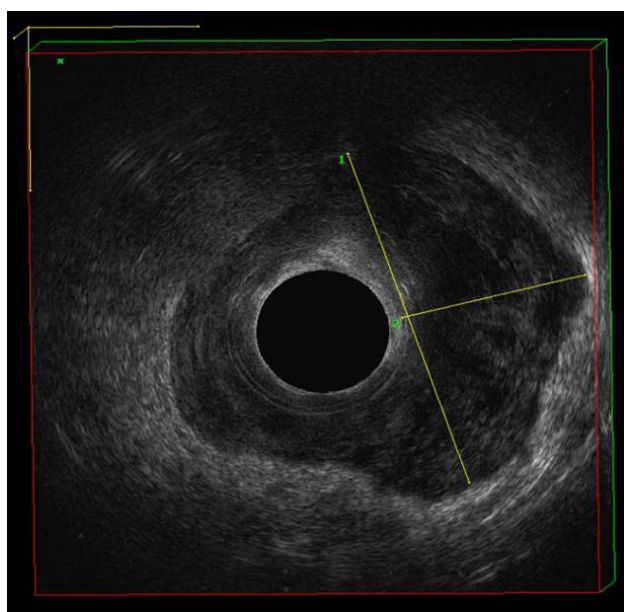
Ecografía endoanal. Cáncer del ano avanzado que infiltra los esfínteres e invade la fosa isquiorrectal. (Cortesía Dr. Jorge Arias).
